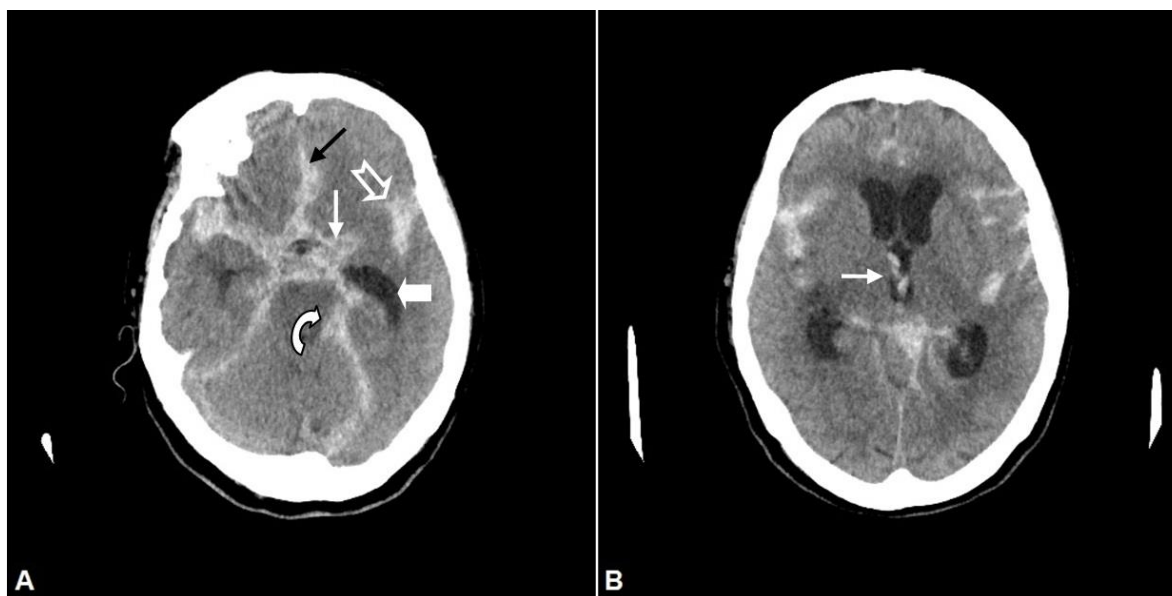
TC craneal sin contraste que muestra hemorragia subaracnoidea difusa en las cisternas de la base (A) con sangre en la cisura interhemisférica (flecha negra), cisterna supraselar (flecha blanca), cisuras de Silvio (flecha sin relleno), cisuras pontocerebelosas (flecha curva) y dilatación del asta temporal izquierda (flecha blanca gruesa). En un corte más cefálico (B), a nivel del tercer ventrículo, se observa la presencia de sangre intraventricular (flecha blanca) y la dilatación simétrica del sistema ventricular. Estos hallazgos corresponden con hemorragia subaracnoidea grado IV en la escala de Fisher.
